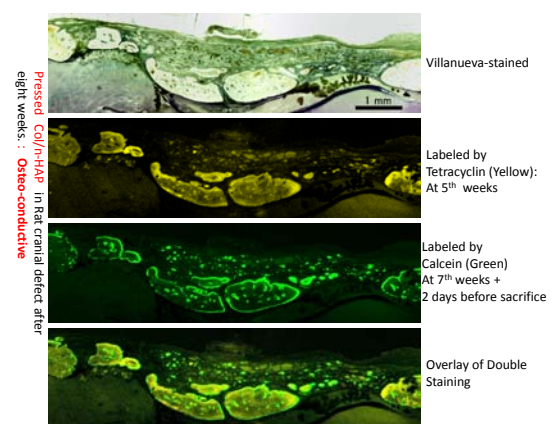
nHAP/CoI プレス体による新生骨形成 TC (黄) は 5 週目投与、CS (緑) は 7 週目投与 (8W 中の)。
